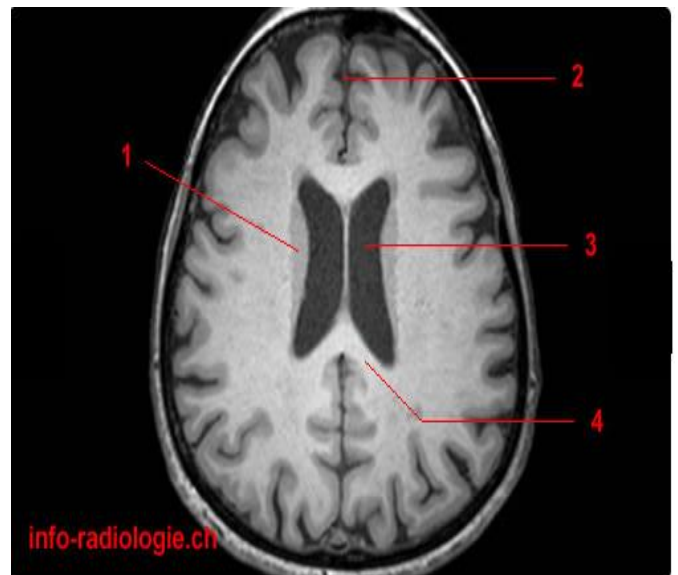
Anatomie IRM du cerveau, coupe axiale, T1.1, Noyau caudé. 2, Fissure longitudinale. 3, Ventricule latéral. 4, Splénium du corps calleux.
